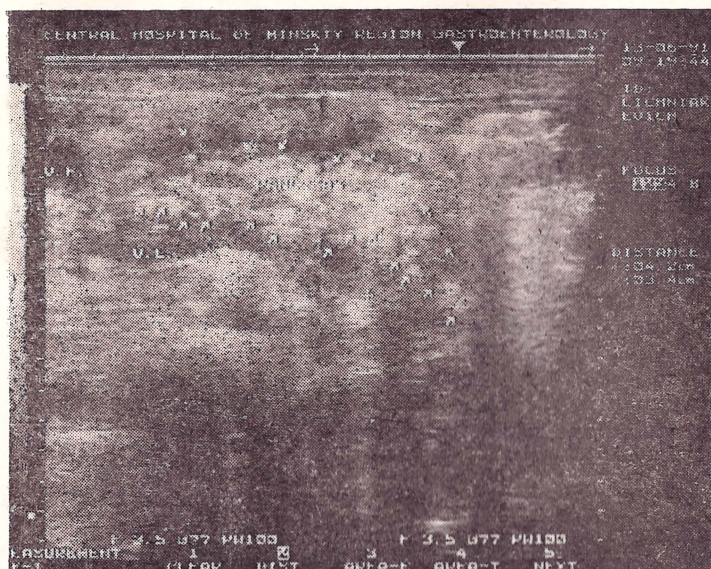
УЗИ: хронический кальцифицирующий панкреатит, кальцификаты паренхимы ПЖ (указаны стрелками)
